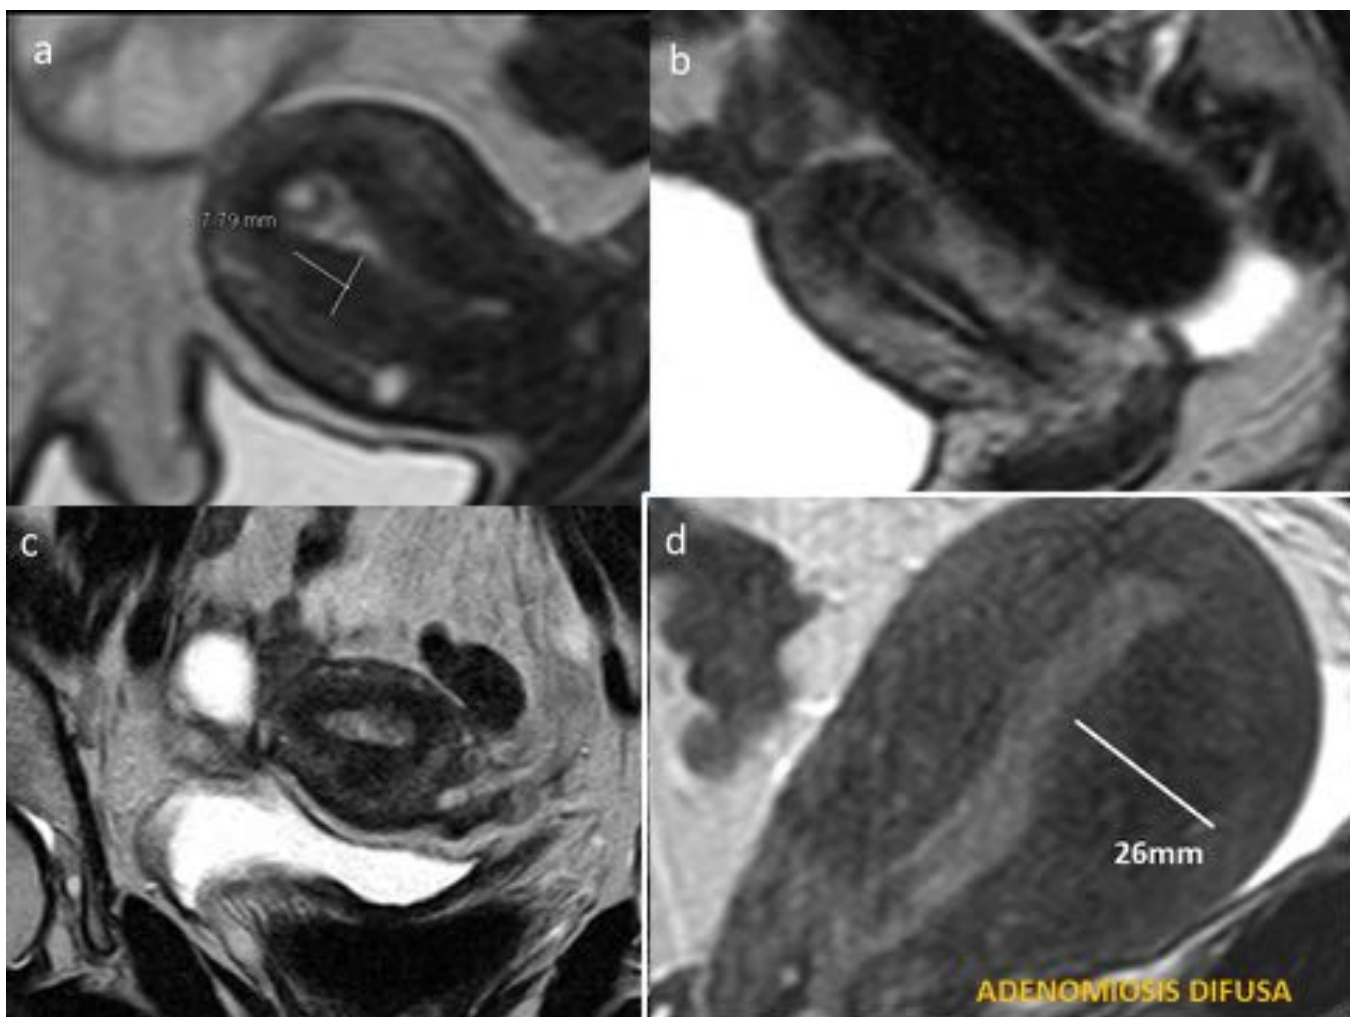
Cuatro pacientes diferentes. A, b y c útero de tamaño y forma normales, con ZU de grosor normal. D: mujer de 42 años, con sospecha por ecografía de útero polimiomatoso. T2 sagital que muestra un engrosamiento patológico de la ZU difuso, mayor en pared uterina posterior, diagnóstico de adenomiosis difusa.
